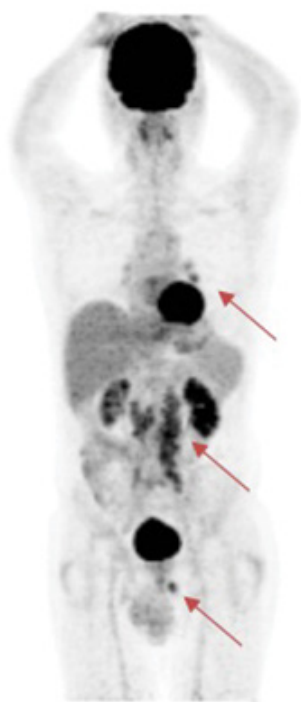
PET/CT MIP 3D en donde se observa focos hipermetabólicos patológicos en mediastino, retro peritoneo (adenopatías para aórticas bilaterales) y foco en pelvis lado izquierdo. Flecha roja. Cortesía: Dr. Francisco Cornejo.
